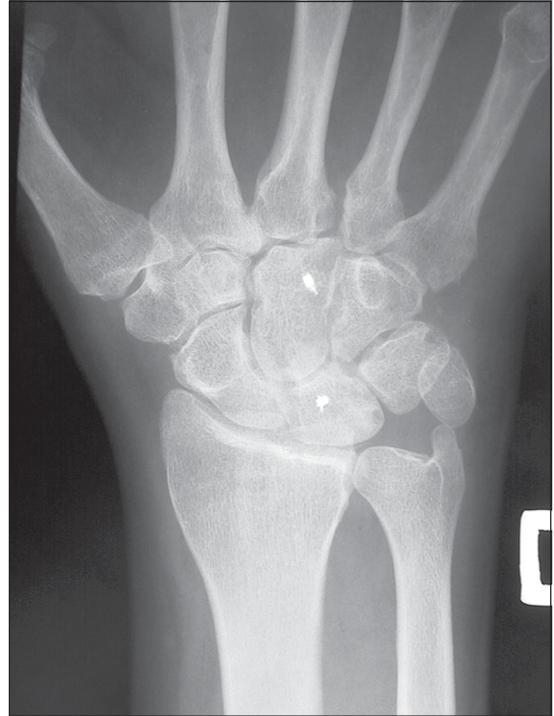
Radiografía a los 10 meses de la lesión. Se mantiene la reducción. Paciente realizando su trabajo en empresa de origen.
